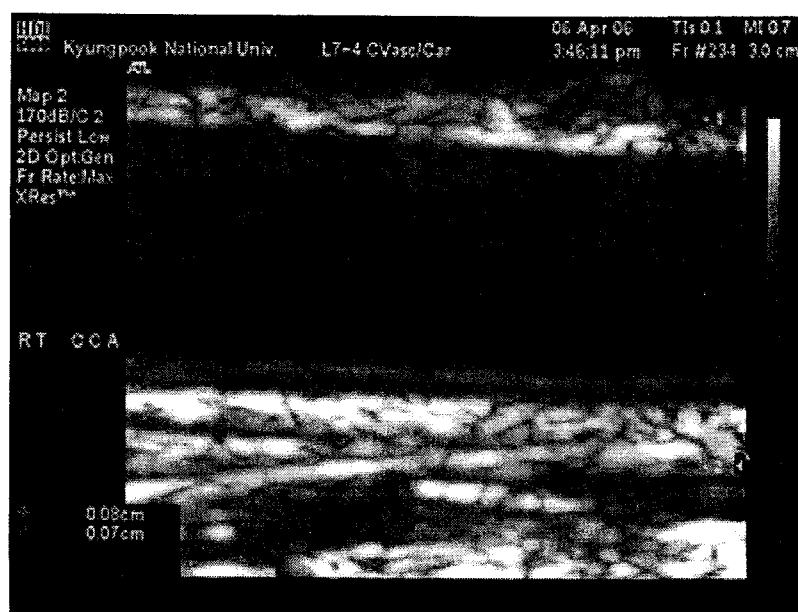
B-mode Ultrasonography shows detail structure of common carotid artery. Inner echogenic line and adjacent hypoechoic band (between crosses) are regarded as intima-medial thickness (IMT) representing intimal and some outer portion of media.
